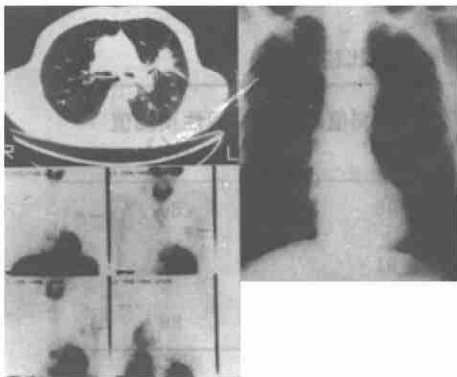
CT 及 X 胸片见左上肺肿块^{99m}Tc-MIBI 见肿块部位有放射性异常浓集
